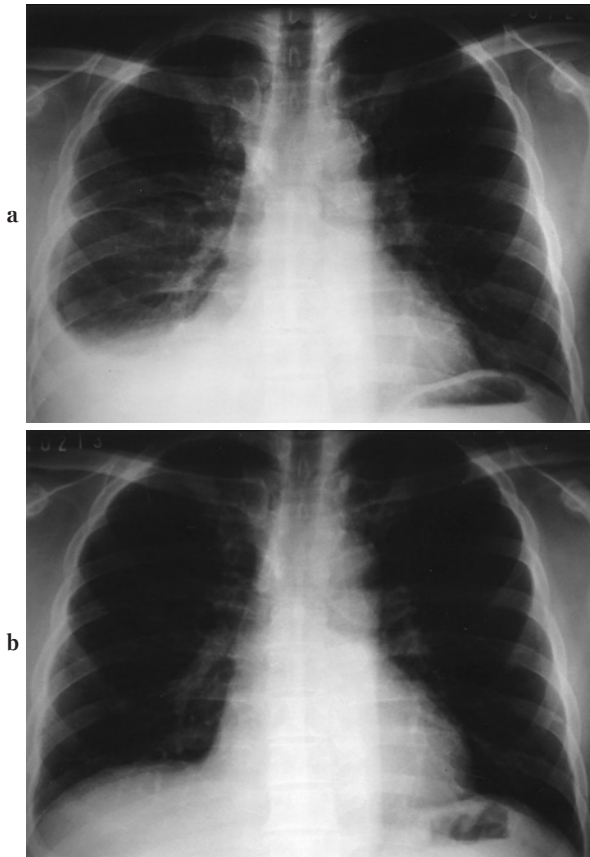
Chest X-ray of case no. 1 showed right pleural effusion before treatment (a), which reduced after 4 times of weekly intrathoracic IFN- α injection (b).
